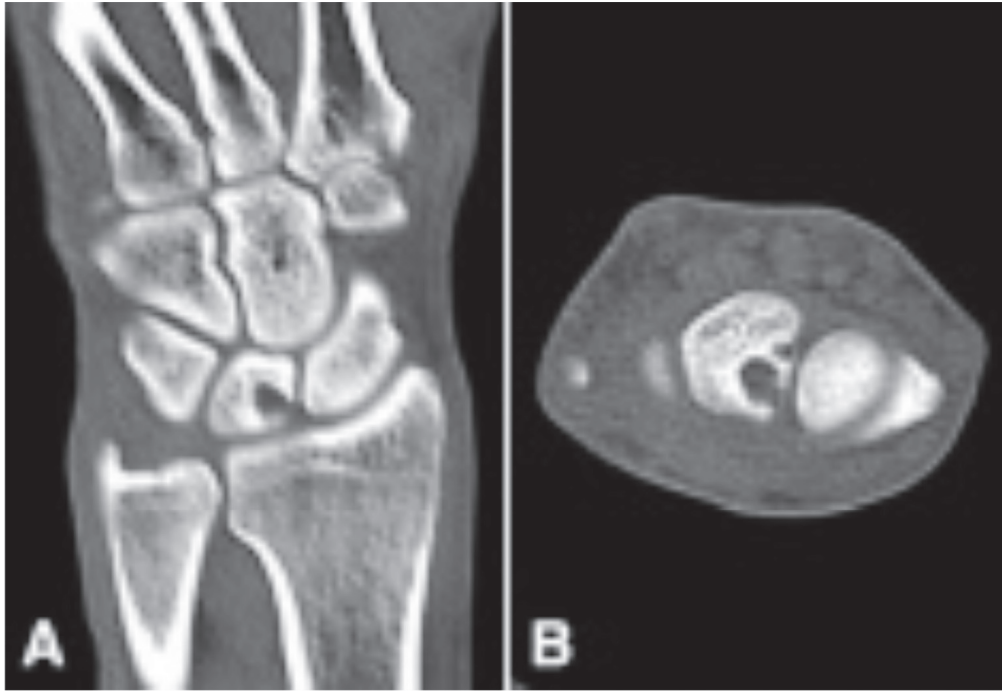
Computed tomography shows two septated cystic masses with cortical breakage at dorso-radial side of the lunate (A,B).
